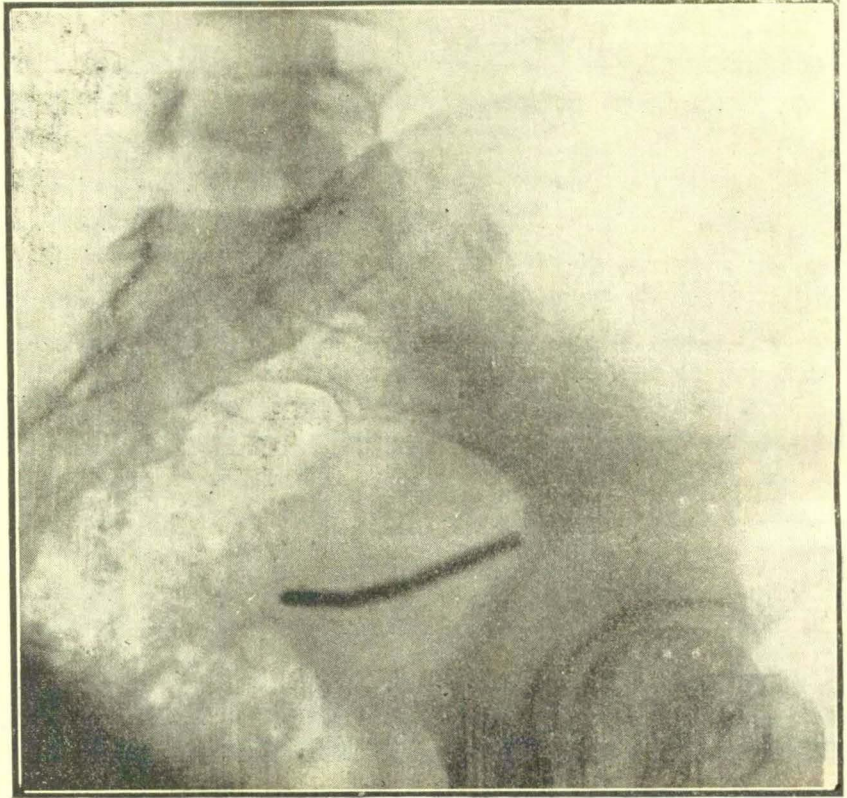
º 20.—El mismo caso de las figuras 18 y 19. Radiografía lateral que comprueba la buena colocación de los tubos uterinos.
